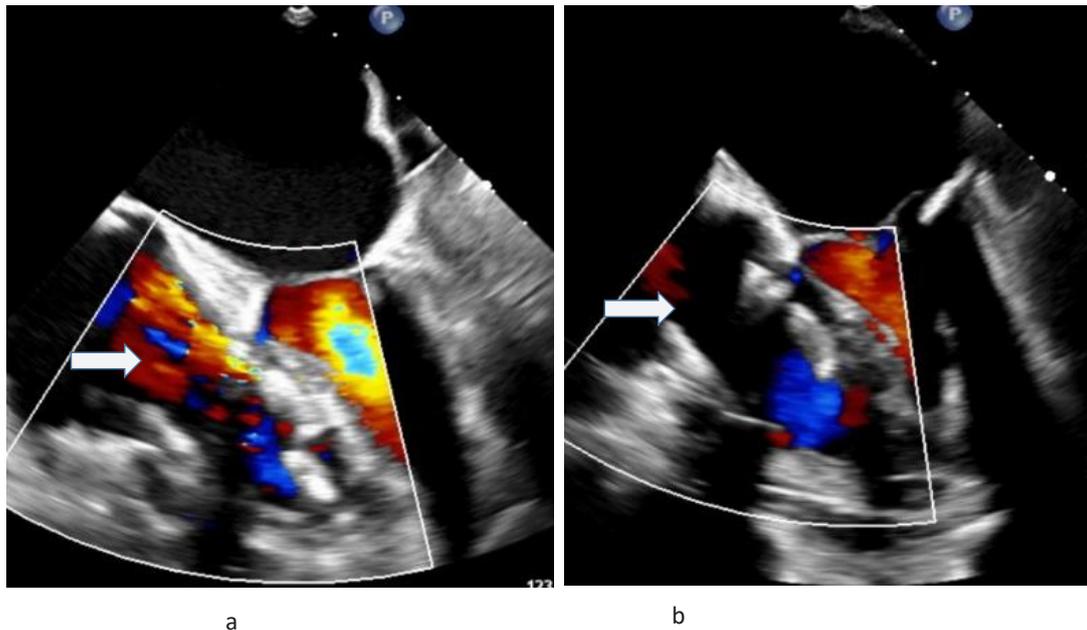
Image en échographie transoesophagienne montrant l'insuffisance tricuspide (flèche) (2a), et sa disparition après mise en place de la valve Topaz© (flèche) (2b)
